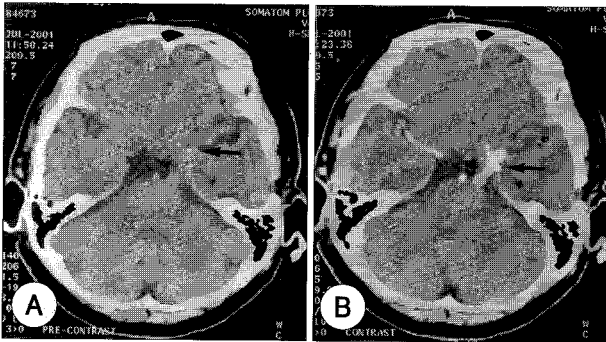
A : Non-enhanced axial brain CT shows freckled calcification in the left proximal sylvian fissure and mesial temporal lobe (arrow). B : Enhanced axial brain CT demonstrates a strongly enhanced tubular mass along the left sylvian and interpeduncular cisterns which abuts the crus cerebri of the midbrain. This is suggestive of P-com artery aneurysm (arrow).
